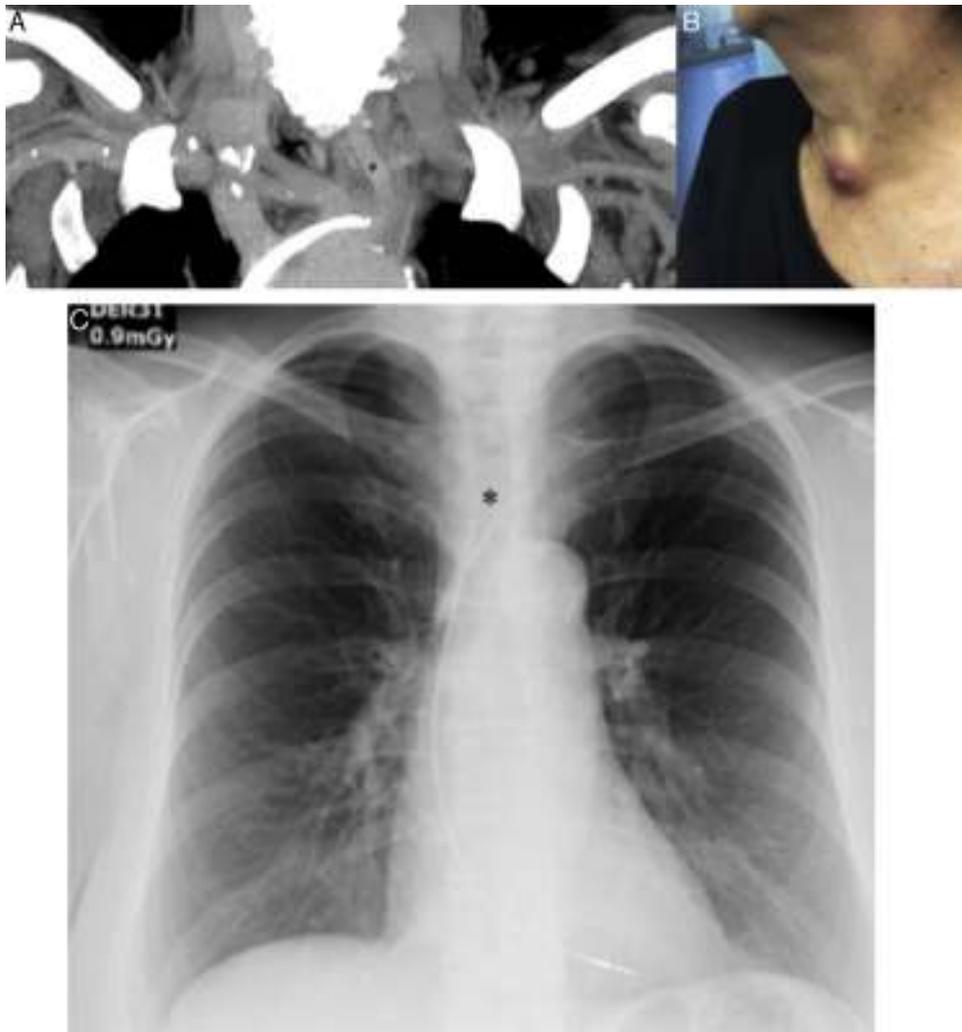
Tomografía de cuello con reconstrucción de máxima. A. Tomografía de tórax en donde se observa electrodo cortado; * vecindad con grandes vasos de cuello. B. Fotografía de la paciente con evidencia de lesión ulcerada en triángulo anterior. C. Radiografía de tórax posteroanterior, electrodo de estimulación ventricular cortado.
